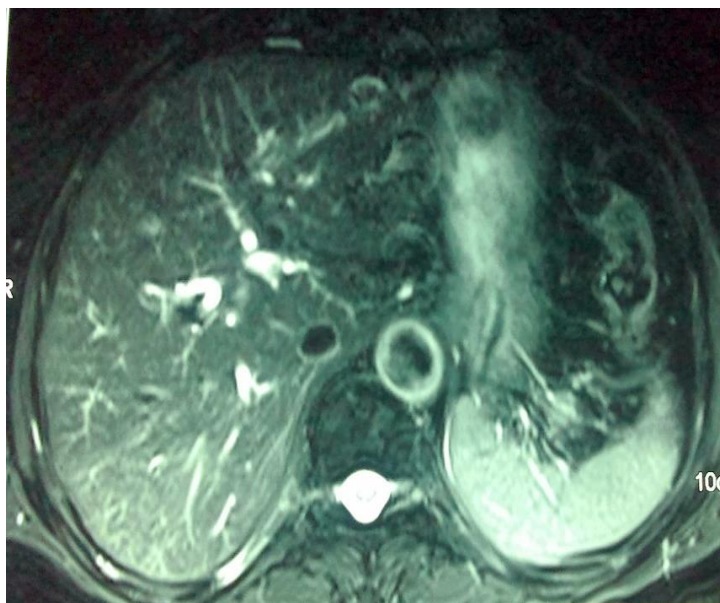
Tomografia computerizata (CT) în strictură biliară Bismuth IV
